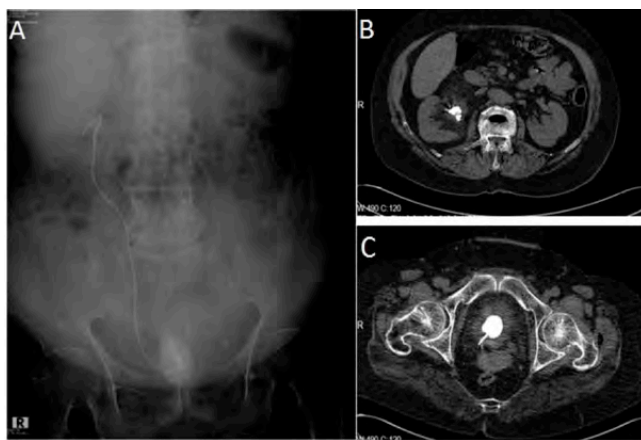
KUB radiography of a 71 years old female showing encrusted stent on the right side with calculus formation mainly at the lower parts(A), Encrusted part of retrieved stent in kidney(B), Retrieved stent showing extensive encrustation and stone formation especially in bladder(C).
